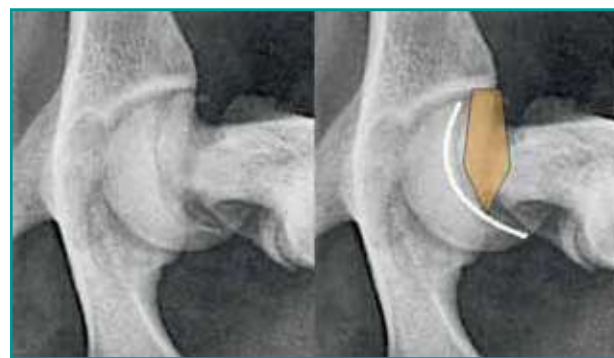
Radiografia VD a zampe di rana che evidenzia l'alterazione dei rapporti anatomici tra epifisi e collo del femore.
